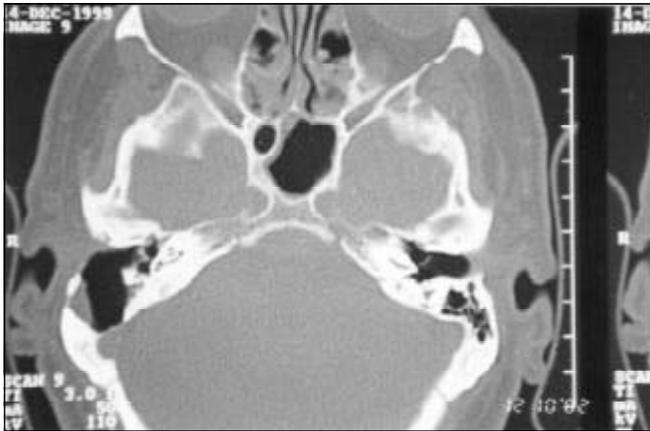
TC de osso temporal com projeção axial demonstrando contato da cápsula do colesteatoma com seio sigmóide e meninge.
